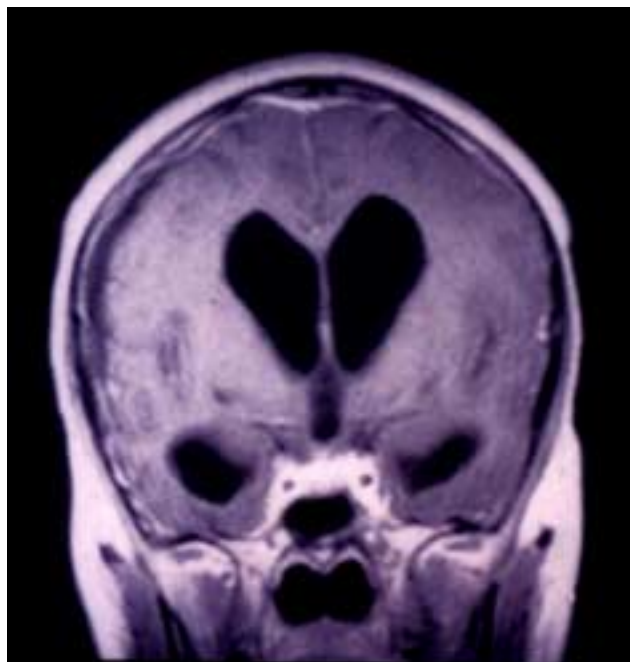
Resonancia magnética que demuestra exudado leptomeníngeo basal y dilatación del sistema ventricular.
